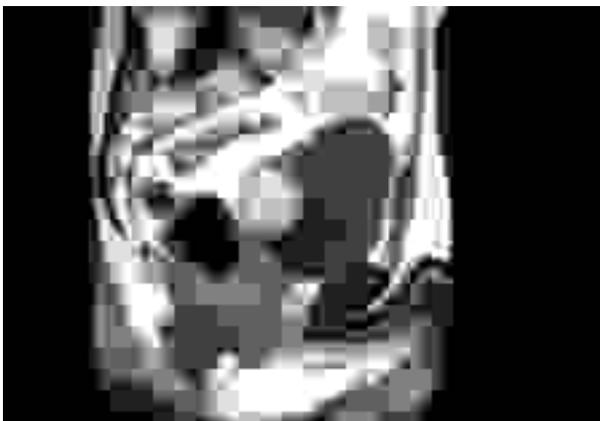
RMN. Corte sagital  $T_1$ . Tumor polipode en la base de la vejiga, no invasivo.
